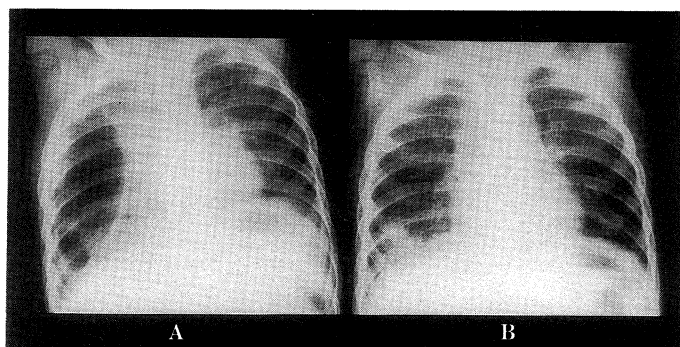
Chest X-ray film on the 60th day of the ill
